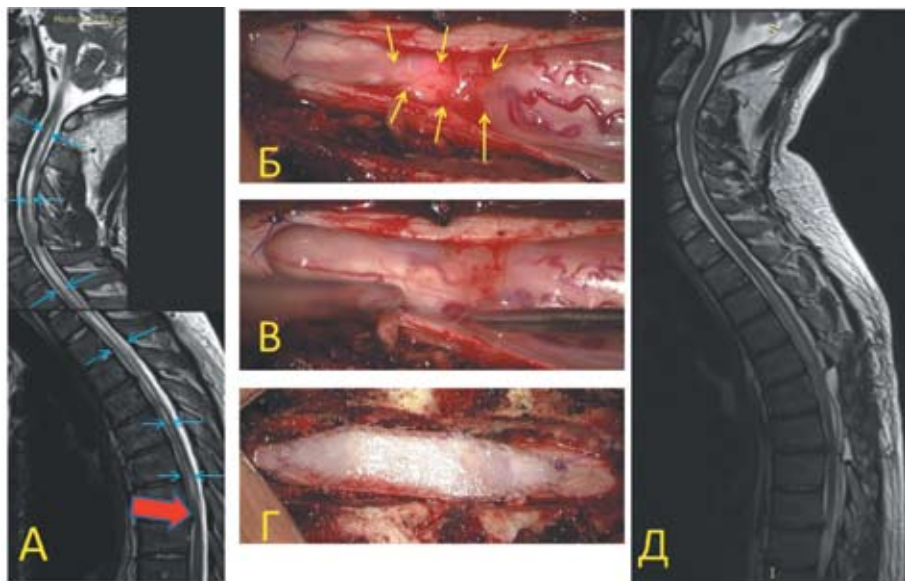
До- и послеоперационные МРТ, интраоперационные фотографии пациента с сирингомиелией, ассоциированной с посттравматической адгезивной арахнопатией на уровне Th7-Th8. А — Т2-взвешенные изображения МРТ шейного и грудного отделов спинного мозга пациента с последствиями легкой СМТ (давность травмы 9 лет). Никакой неврологической симптоматики после травмы не было. Спустя 8 лет возникли диссоциированные расстройства чувствительности на руках по типу «куртки», позже появились чувствительные нарушения на ногах, боль в грудном отделе позвоночника, нарушилась походка, возникла слабость в кистях, а затем появились затруднения при глотании. На МРТ определяется сирингомиелия на уровнях C1-Th7 (указана синими стрелками). Уровень арахнопатии указан красной стрелкой. Б, В, Г — этапы операции: после вскрытия ТМО на уровне Th7-Th8 обнаружена арахнопатия второй степени (указана желтыми
